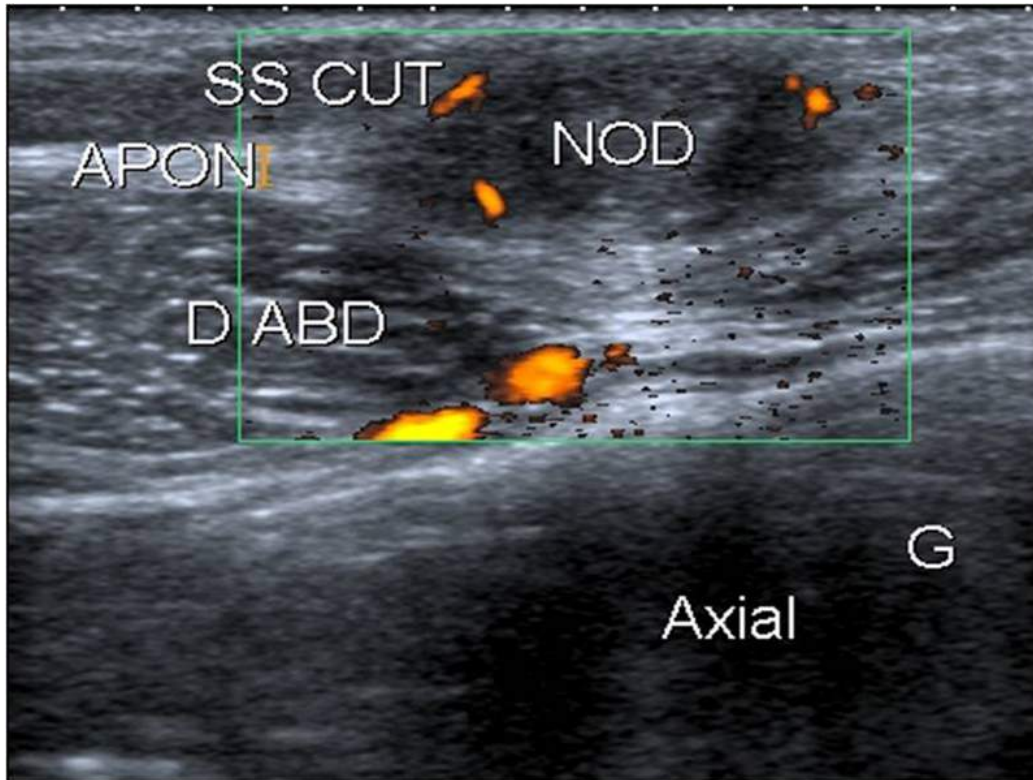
Endométriome pariétal. Femme de 37 ans, cicatrice de césarienne. Coupe axiale avec Doppler énergie.
